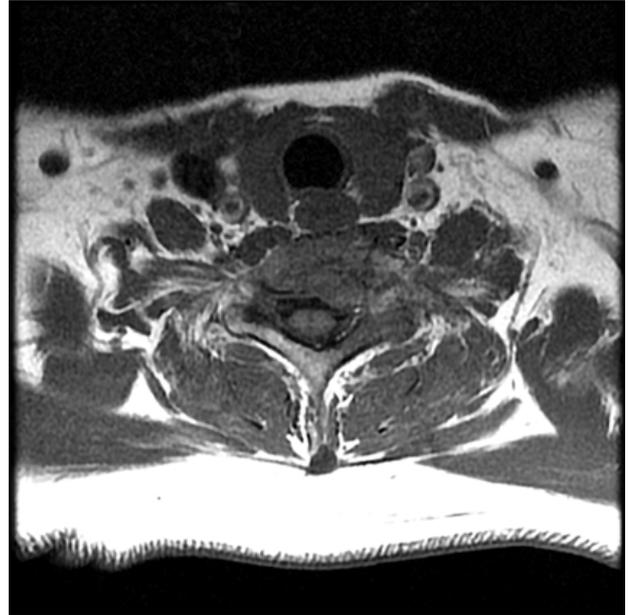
C7 axial view of magnetic resonance imaging (June 16, 2020).
